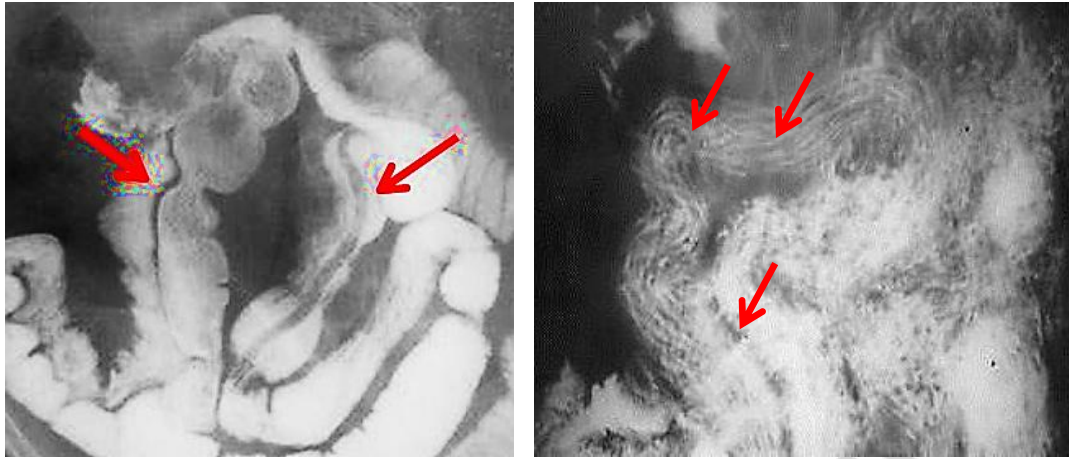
Рентгенограммы брюшной полости при исследовании пассажа бариевой взвеси по кишечнику (стрелками указаны полосы просветления)
